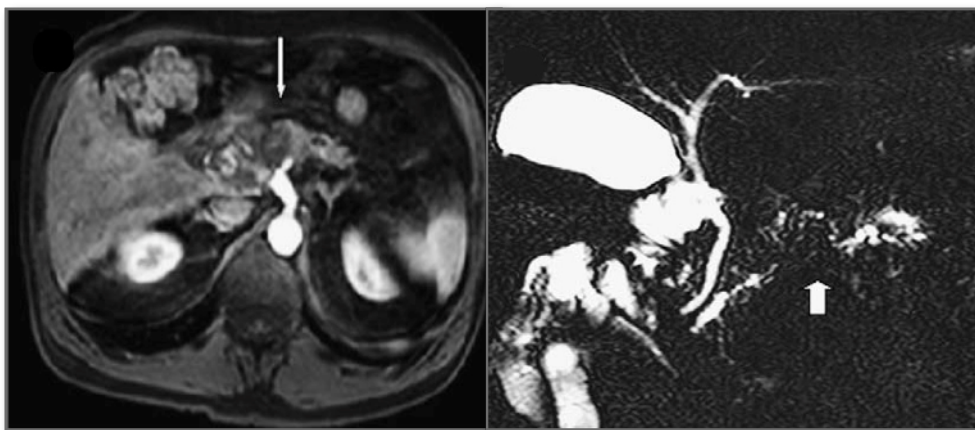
A la izquierda imagen de RM en T1 con gadolinio que muestra la masa hipointensa (flecha) correspondiente a una adenocarcinoma de páncreas localmente avanzado con invasión de la arteria hepática. A la derecha el mismo paciente en una imagen de colangiopancreatografía RM que muestra un segmento "mudo" del Wirsung asociado a cambios de pancreatitis crónica co-existente.
